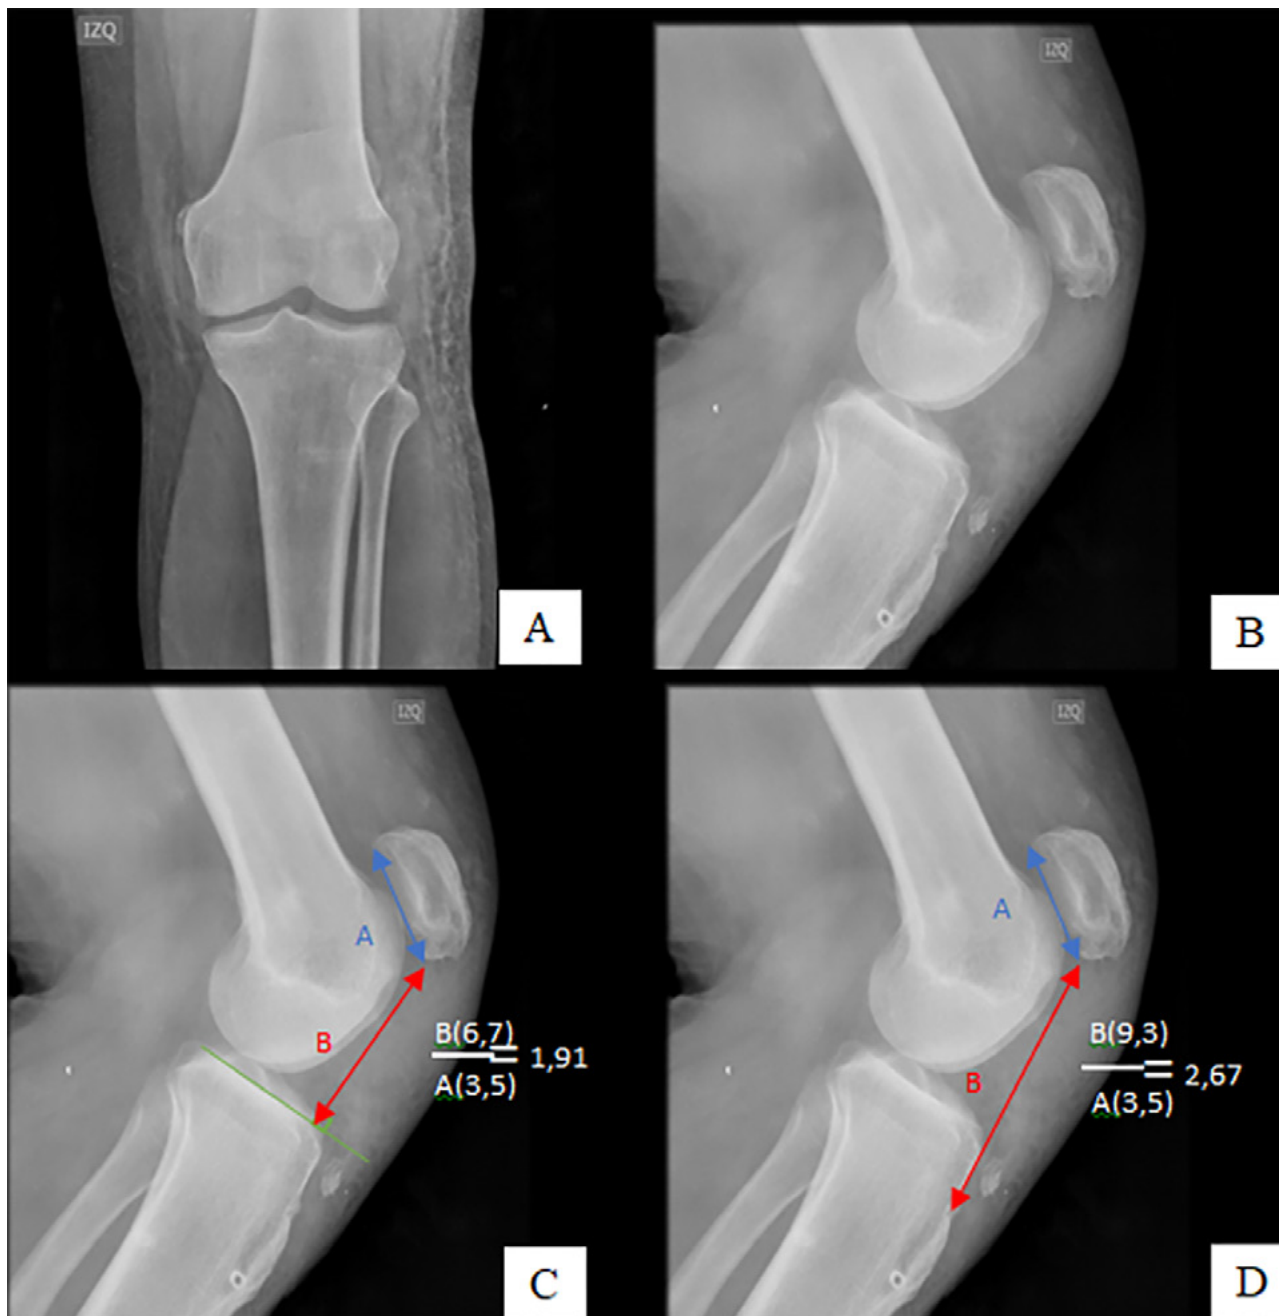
A) Radiografía anteroposterior de rodilla. B) Radiografía lateral. C) Índice de Blackburne-Peel. D) Índice de Insall-Salvati.
